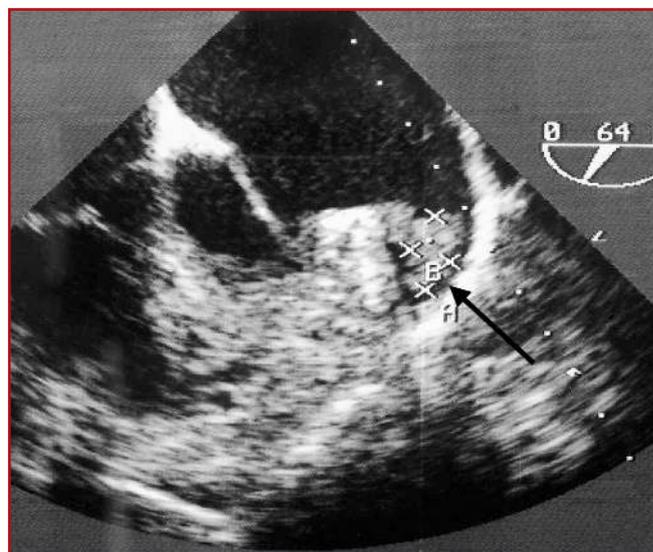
Thrombus dans l'auricule gauche détecté en échographie transœsophagienne.
